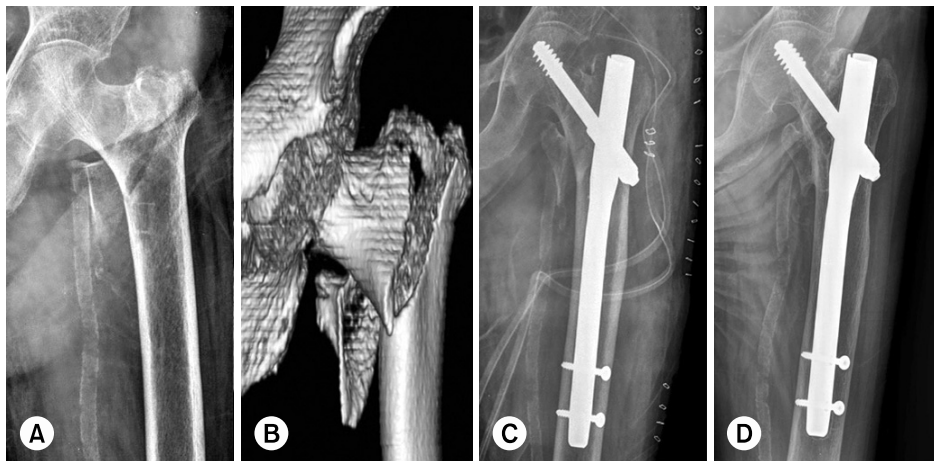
(A) A seventy nine-year-old man sustained left intertrochanteric femoral fracture. (B) The fracture type was AO/OTA 31-A2.2 which was confirmed by 3-dimensional computed tomography scan. (C) The fracture was closely reduced and fixed with intramedullary nail. (D) Final follow-up radiographs show solid union without lag screw sliding.
